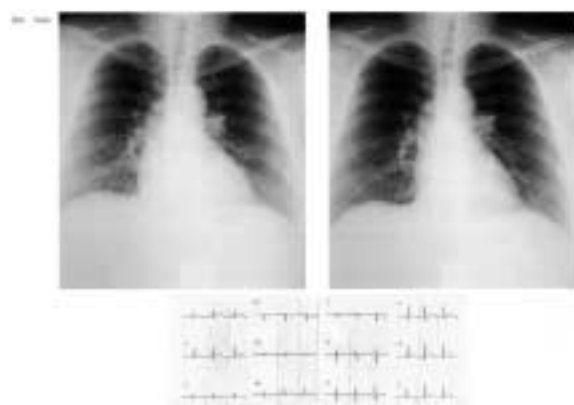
症例5の急性期(左)と回復期(右)の胸部X線とその心電図経過。初診時BNPは正常値を示したが, 1ヵ月後CTRの縮小と心電図の低電位の改善を認めた。
